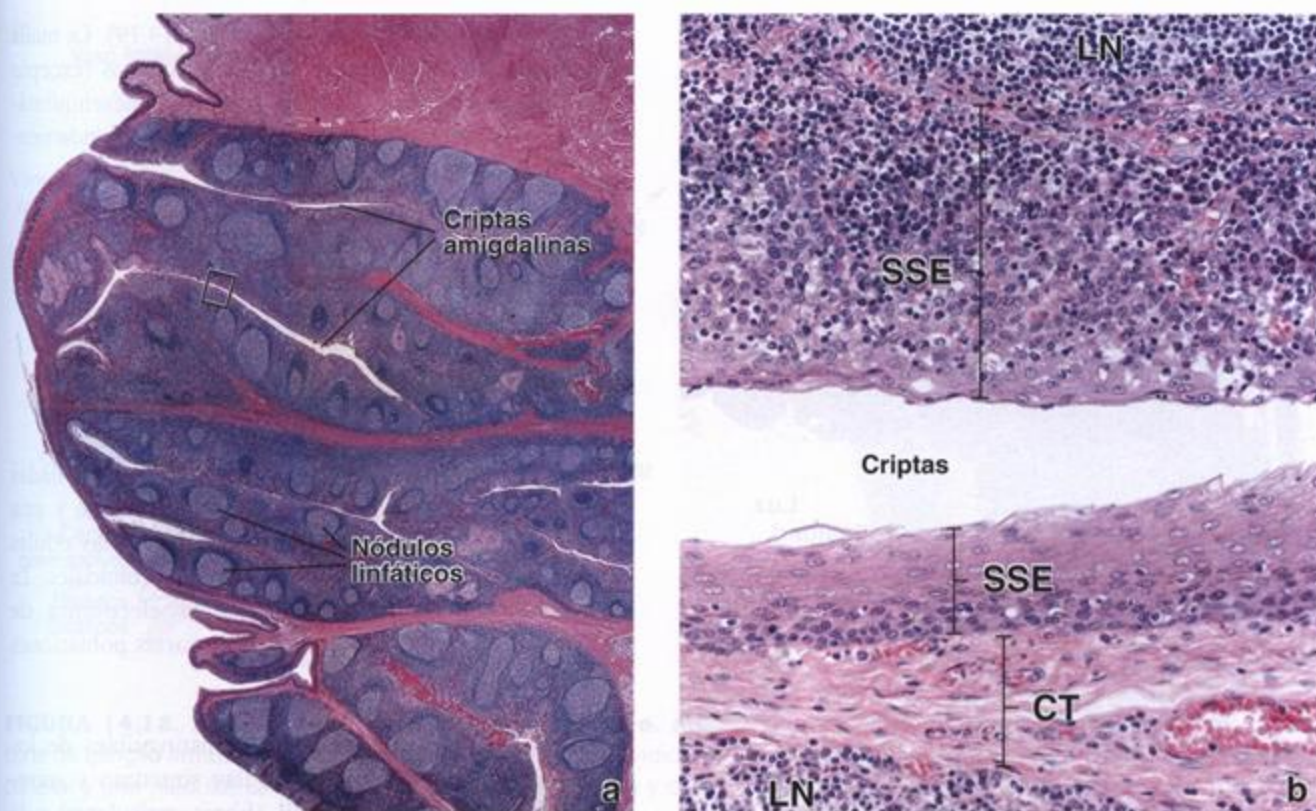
Microfotografías de una amígdala palatina. a. En esta microfotografía con poco aumento se ve un corte de amígdala palatina teñido con H-E. El epitelio estratificado plano de la superficie de la amígdala se invagina en el tejido conjuntivo subyacente en varios sitios para formar las criptas amigdalinas. 25 \times . b. Esta microfotografía con más aumento de la región contenida en el rectángulo de a muestra el epitelio estratificado plano (SSE) que reviste la cripta amigdalina. En la porción de la fotografía que está debajo de la luz de la cripta el SSE aparece bien delimitado y se halla separado del nódulo linfático (LN) por una capa de tejido conjuntivo (CT). En la porción superior de la imagen el SSE apenas puede reconocerse a causa de la gran infiltración linfocítica; sin embargo, las células epiteliales están allí, aunque sean difíciles de identificar. En efecto, el nódulo linfático ha proliferado dentro del epitelio, lo ha distorsionado y ha hecho desaparecer el límite bien definido que normalmente se ve entre el tejido epitelial y el tejido conjuntivo. 450 \times .
